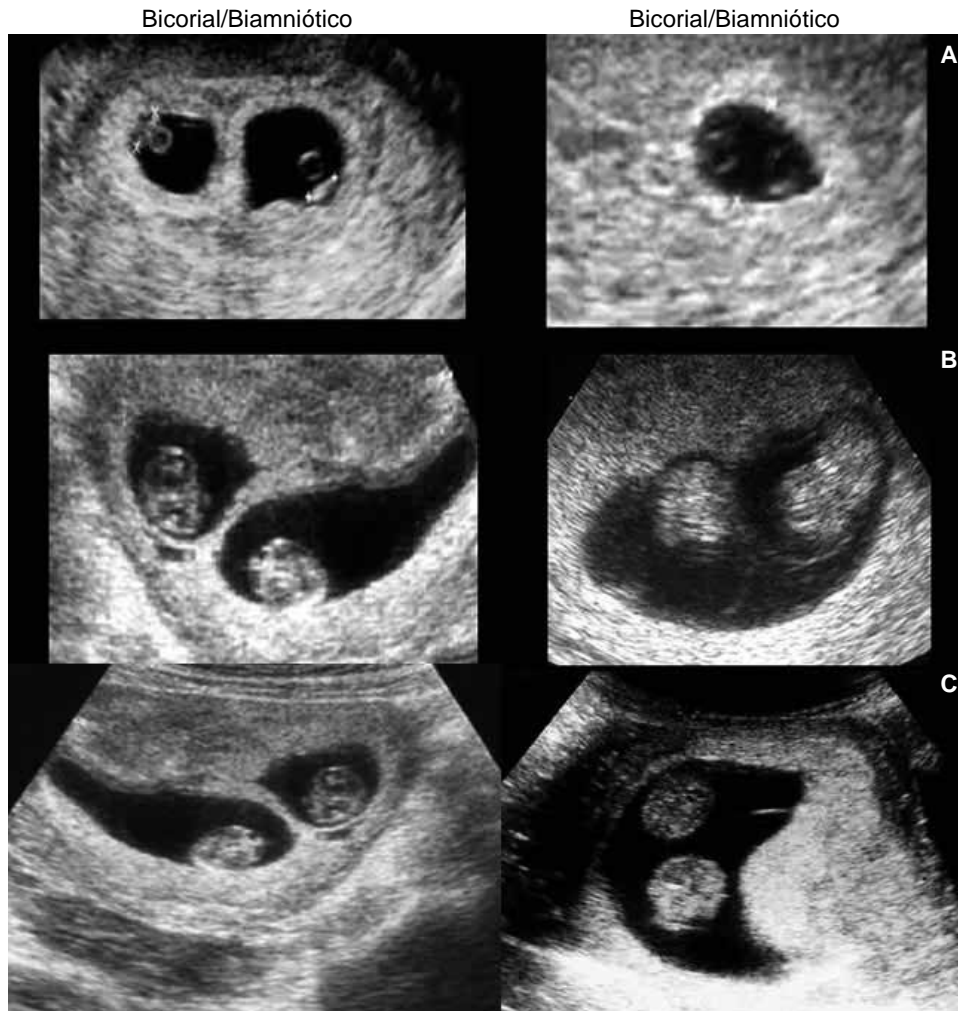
Diagnóstico ultrasonográfico de corionicidad. A. Semana 6-7 de gestación; dos sacos gestacionales separados (izquierda) cada uno con una bolsa vitelina es característico de gemelos bicoriales. Un solo saco con dos bolsas vitelinas (derecha) es sugestivo de un embarazo monocorial, biamniótico. B. Semana 8-10 de gestación; dos sacos gestacionales separados por una membrana gruesa (izquierda) representa un embarazo gemelar bicorial. Un solo saco gestacional con dos bolsas amnióticas y dos embriones representa un embarazo monocorial biamniótico. C. (Semana 11-14) Signo lambda (izquierda) representa un gemelar bicorial, signo T (derecha) representa un embarazo gemelar monocorial bicorial.
